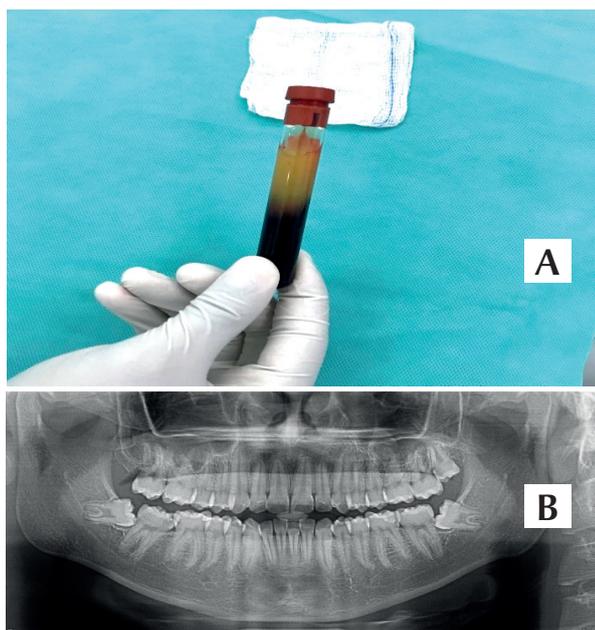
(A) Radiografia panorâmica demonstrando terceiros molares mesioangulados. (B) PRF resultante da centrifugação.
